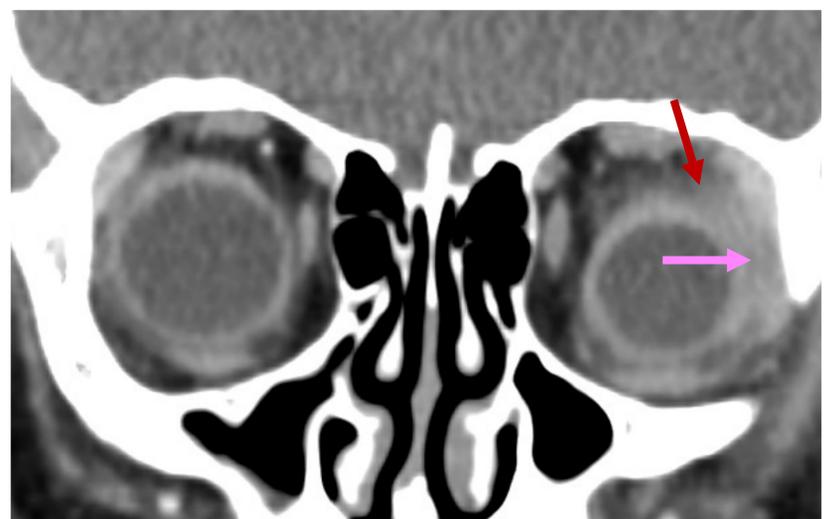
Pseudotumor orbitario. Paciente de 12 años con celulitis periorbitaria y con paresia del VI par craneal. Se realiza TC orbitario que muestra un aumento de partes blandas preseptal (→) con marcado engrosamiento y pérdida de la morfología del músculo recto lateral (→) y cambios densitométricos de la grasa postseptal (→). Tras descartar otras etiologías y dada la buena respuesta a corticoides se diagnosticó como pseudotumor orbitario.
